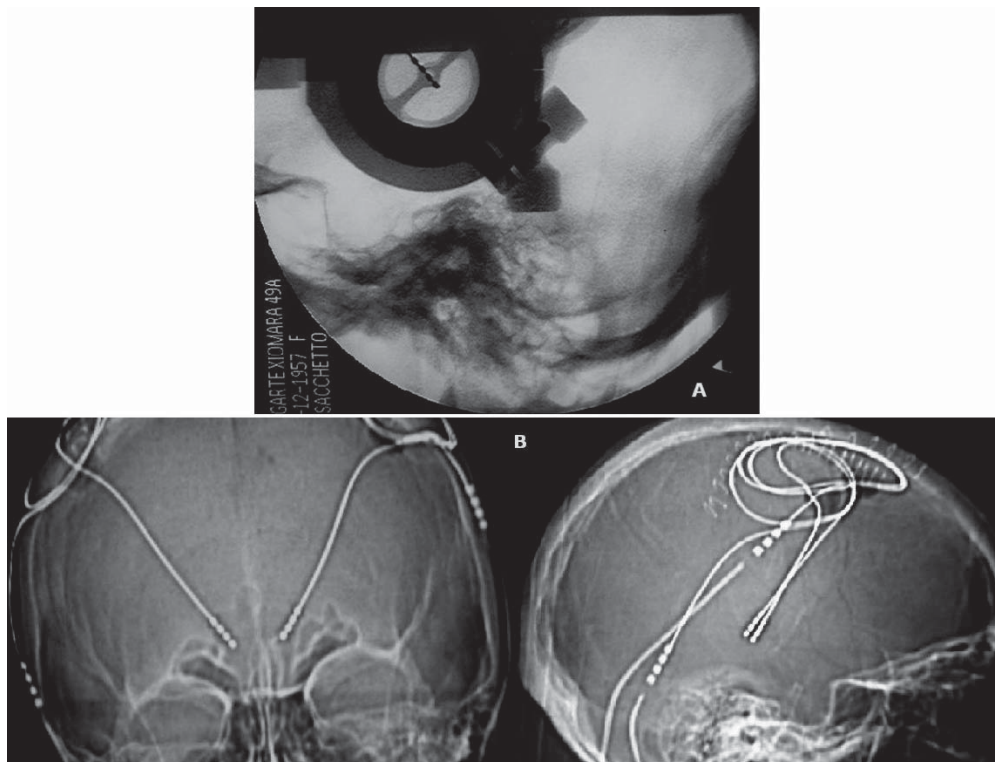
A) Los electrodos se introducen y se ubican en el centro matemático del sistema, verificado por fluoroscopia (se pueden ver en el centro de la "mirilla" del sistema estereotáxico (Micromar®, São Paulo, Brasil)). B) En la TC de control posoperatorio se puede apreciar la visión general del implante de la EMCP (Medtronic®, Minneapolis).
